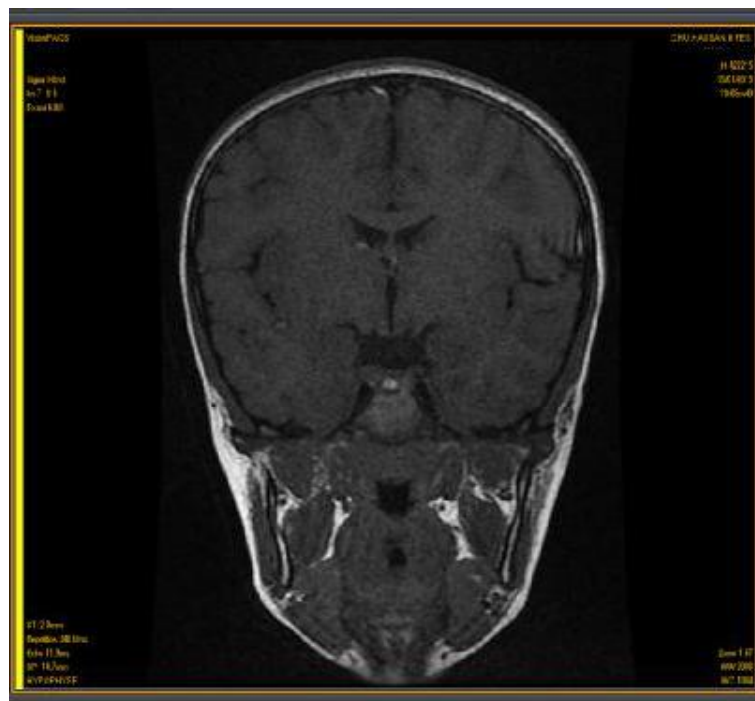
Image IRM d'une coupe coronale en T1 montrant selle turcique vide
